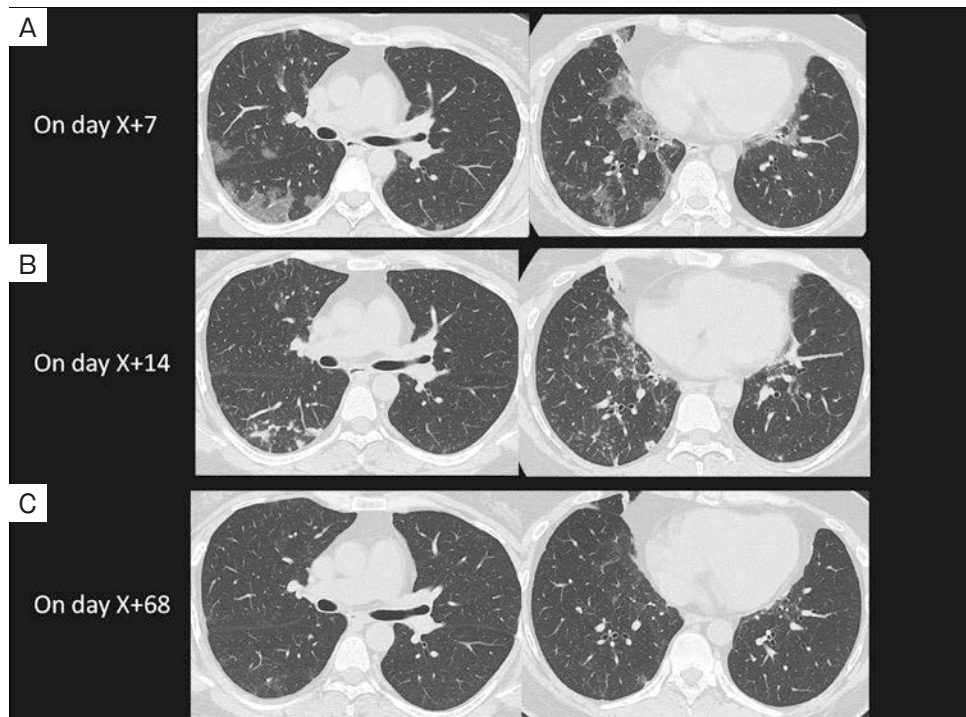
Chest CT showed ground-glass opacities in both lower lung lobes on day X+7 (A); shadows had improved on day X+14 (B). The shadows had disappeared on day X+68 (C).
